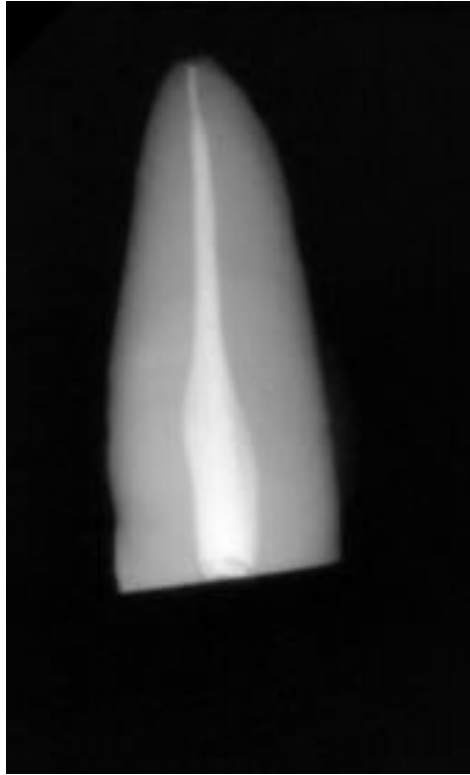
9). La radiografía periapical en la dirección próximo proximal para garantizar la consistencia del procedimiento de obturación de la raíz
